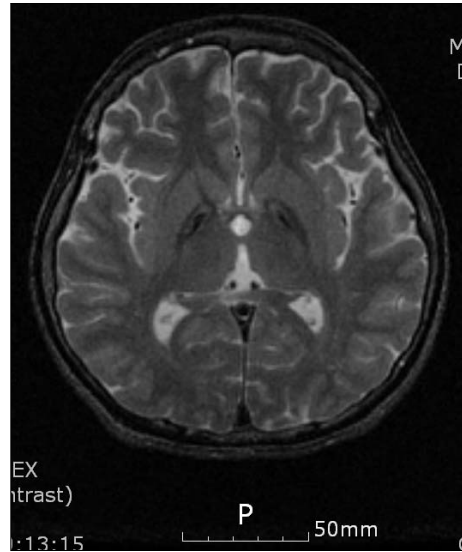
T2-weighted magnetic resonance image shows hypointensity in both globus pallidus and substantia nigra.
